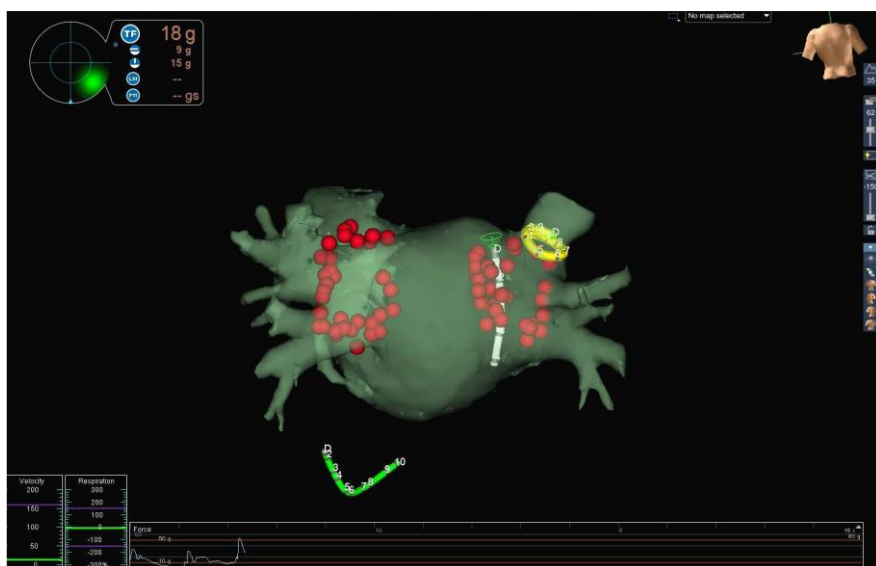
Harta electroanatomică tridimensională fuzionat cu CT atrului stângi. Vedere postero-anterioară a atrului stâng în timpul ablației FA. Punctele roșii reprezintă puncte de ablație în jurul ostiei venelor pulmonare drepte și stângi. Cateterul galben este cateterul Lasso, care este poziționat în interiorul venei pulmonare superioare drepte. Cateterul alb este cateterul de ablație. Cateterul verde este plasat în sinusul coronarian.
